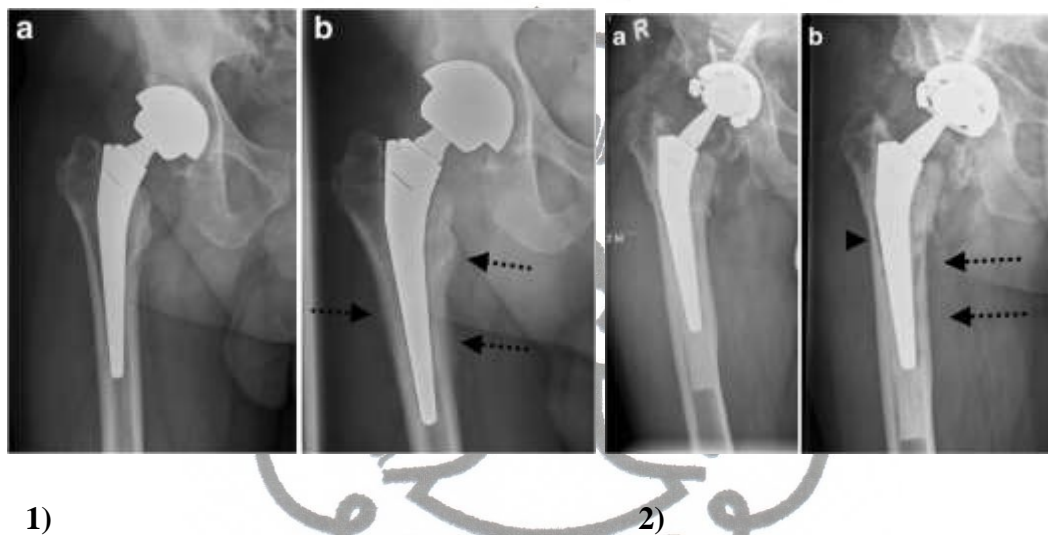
Gambaran AP 3 tahun paska operasi menunjukkan adanya *aseptic loosening*, yang berdasar evaluasi radiografis menunjukkan daerah radiolusen periporsetetik pada zona Gruen 5/6 (panah).⁴
